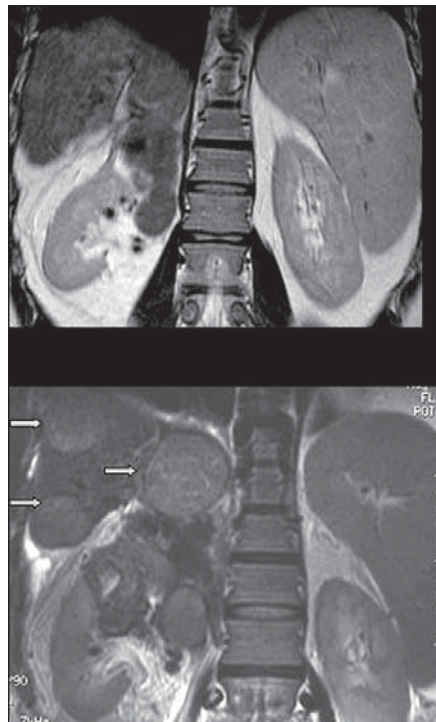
T2-weighted coronal images. The extrahepatic tumor neighbouring the kidney (A) has progressed to invasion (B). Also note the growth in intrahepatic masses (arrows).
